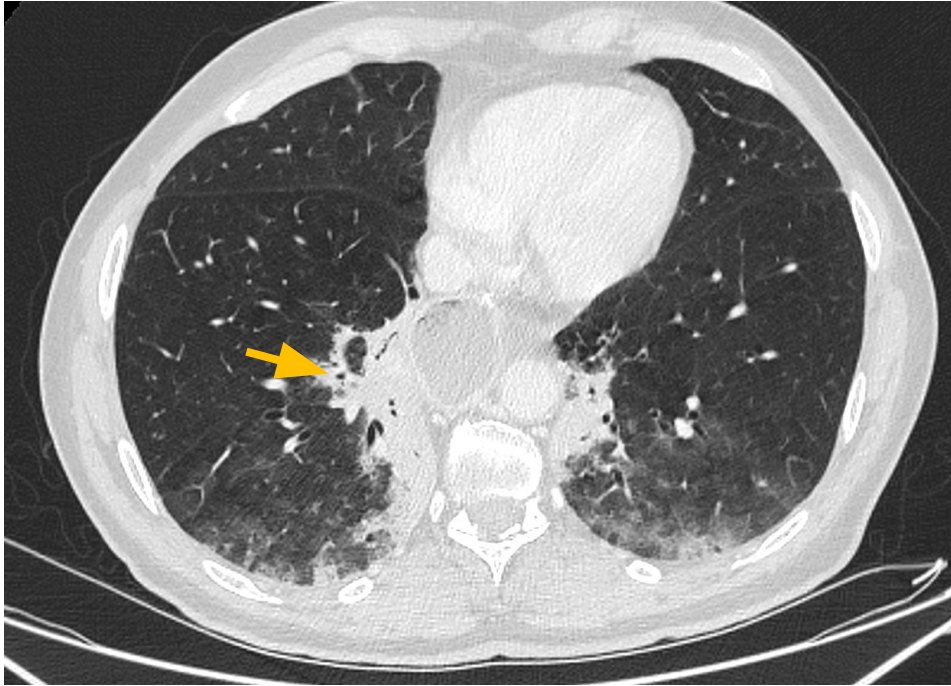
Corte axial de TC torácica que muestra áreas de consolidación parcheada de predominio periférico y subpleural, asociadas a áreas de vidrio deslustrado y al signo del halo invertido (flecha amarilla); hallazgos compatibles con neumonía organizada en paciente en tratamiento con pembrolizumab.
